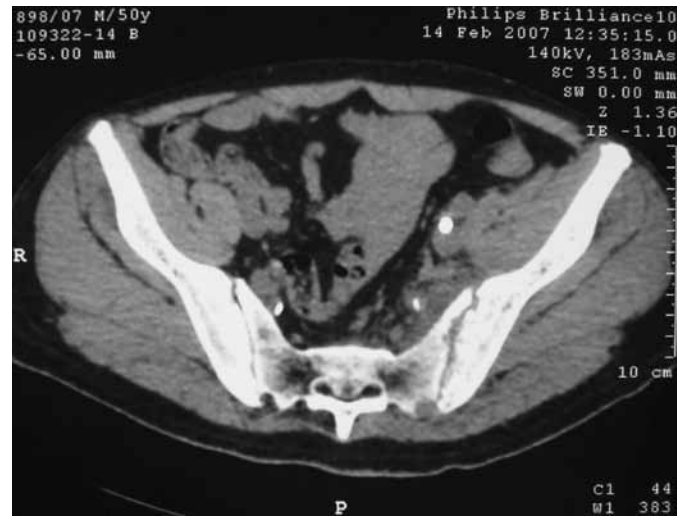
TDM coupe axiale des ASI montrant l'élargissement et l'irrégularité des berges de la sacro-iliaque gauche.
